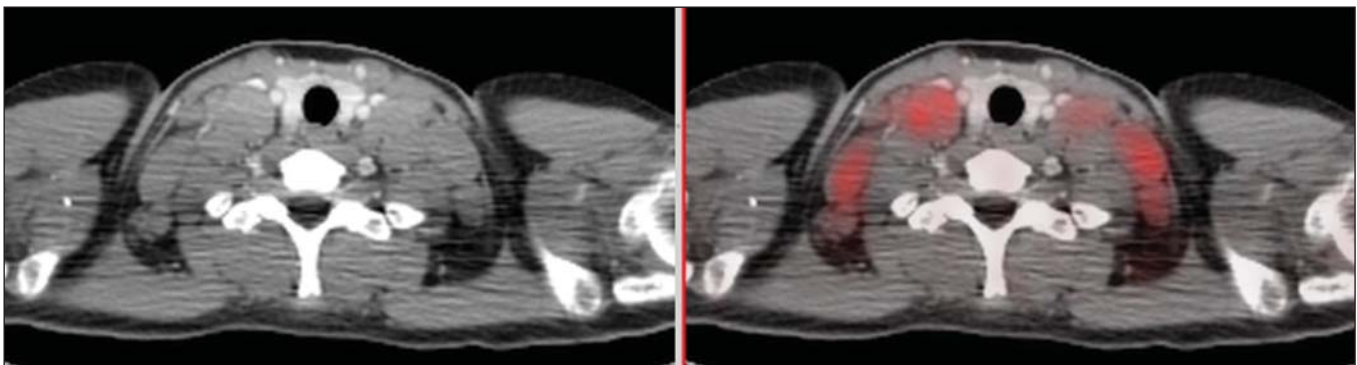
Exame de PET/CT mostrando linfonodomegalias hipermetabólicas nas cadeias cervicais pré-tratamento quimioterápico.
